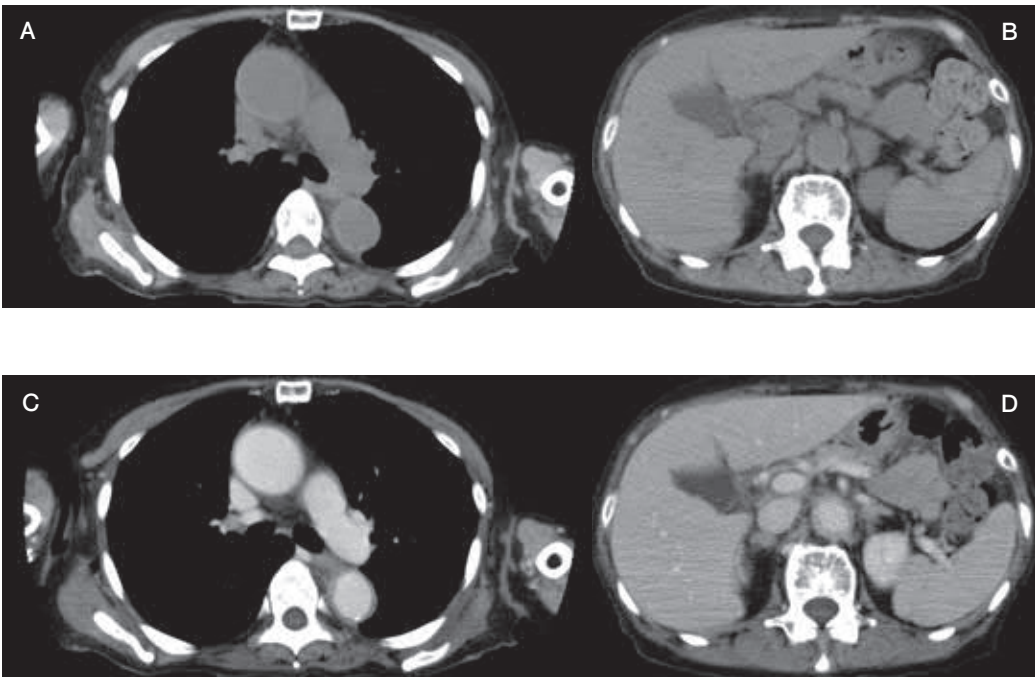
胸腹部単純(AB)および造影 CT(CD)
